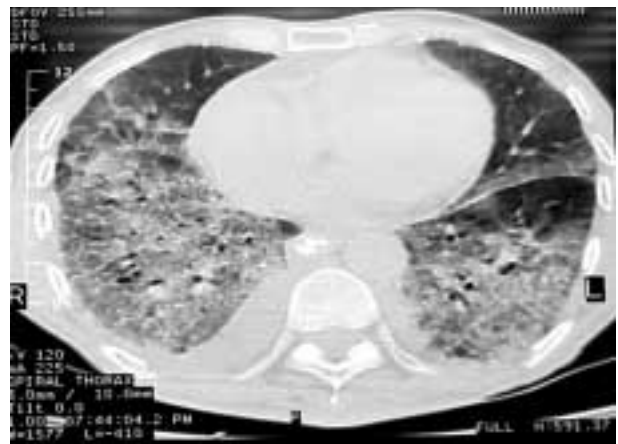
TAC torácico. Patrón intersticial pulmonar.
